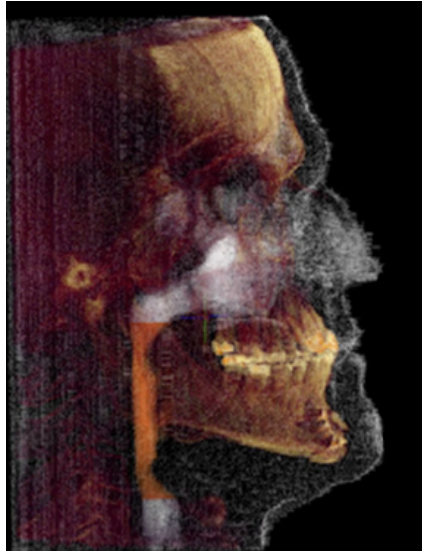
Reconstruction 3D d'une tomographie volumique à faisceau conique. Sujet ayant un indice apnée-hypopnée de 21 IAH/h. La surface significative est de 59,5 mm² (Schendel, Powell, and Jacobson 2011)
